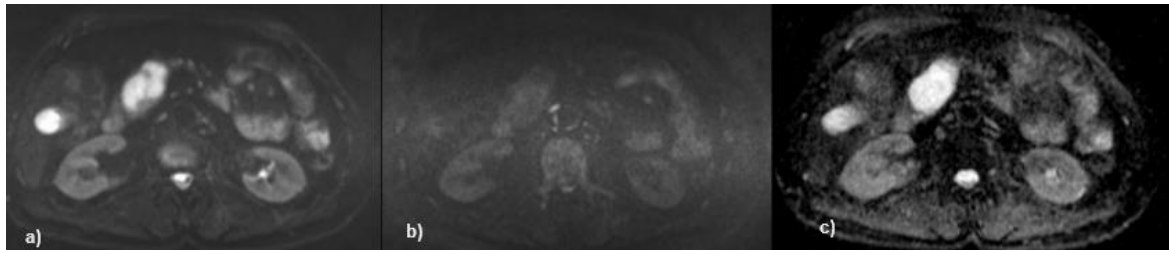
Diagnóstico de IPMN em DWI a) b 400 s/mm² b)800 s/mm² c) mapa ADC (4)
